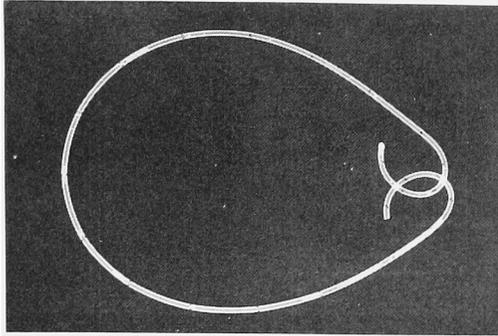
X-ray film of the indwelled double-J catheter
